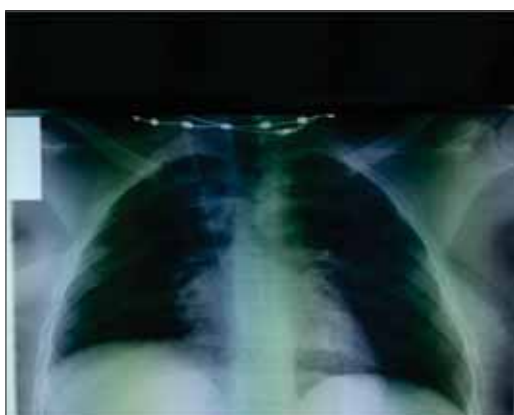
c. Radiografie toracică de control – aspect normal
